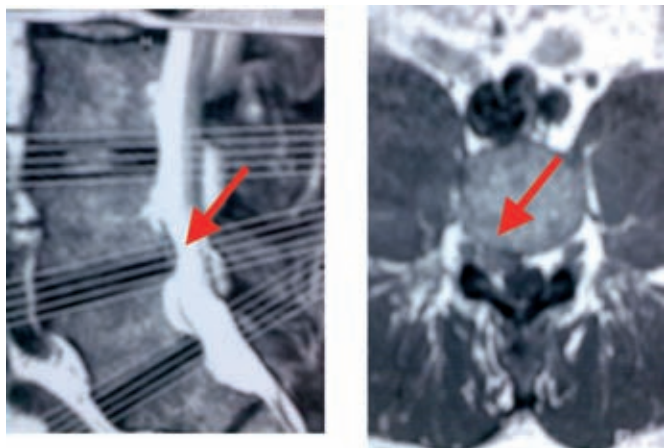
Il quadro RMN dimostra una protrusione discale posteriore-laterale del disco fra L4-L5
